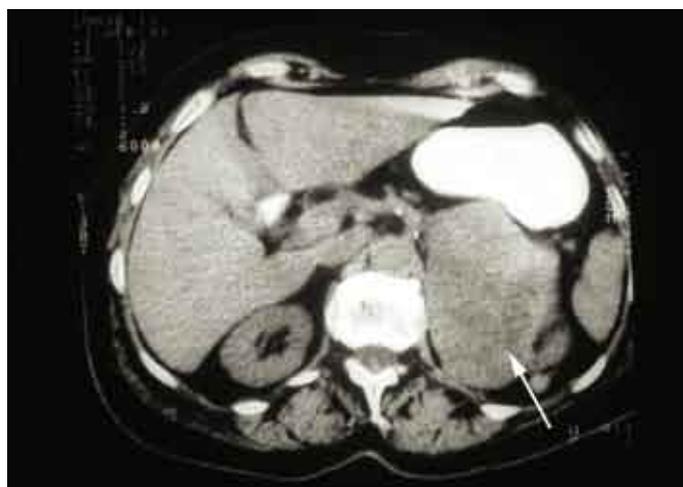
TC abdominal que muestra un feocromocitoma.
